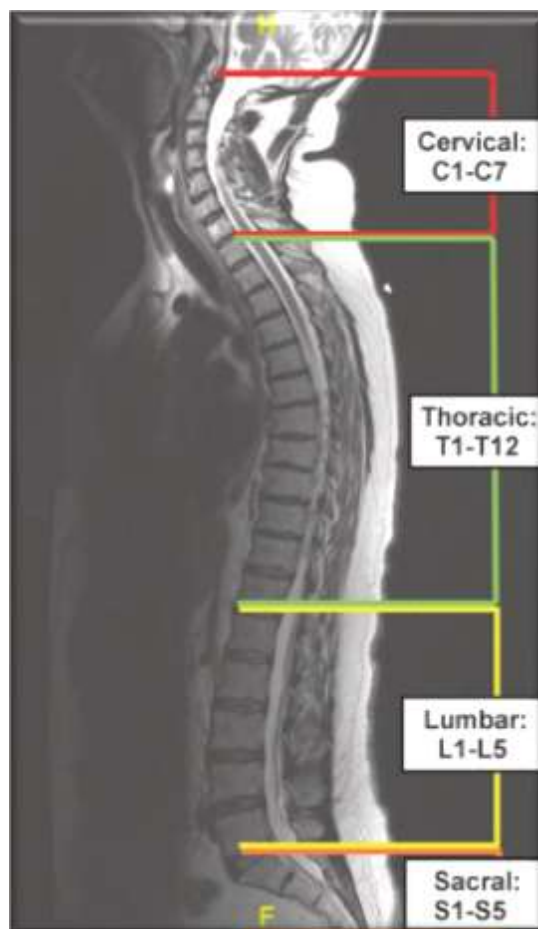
IRM rachidienne en coupe sagittale, s'étendant des régions cervicale et thoracique aux régions lombaire et sacrée [56].
